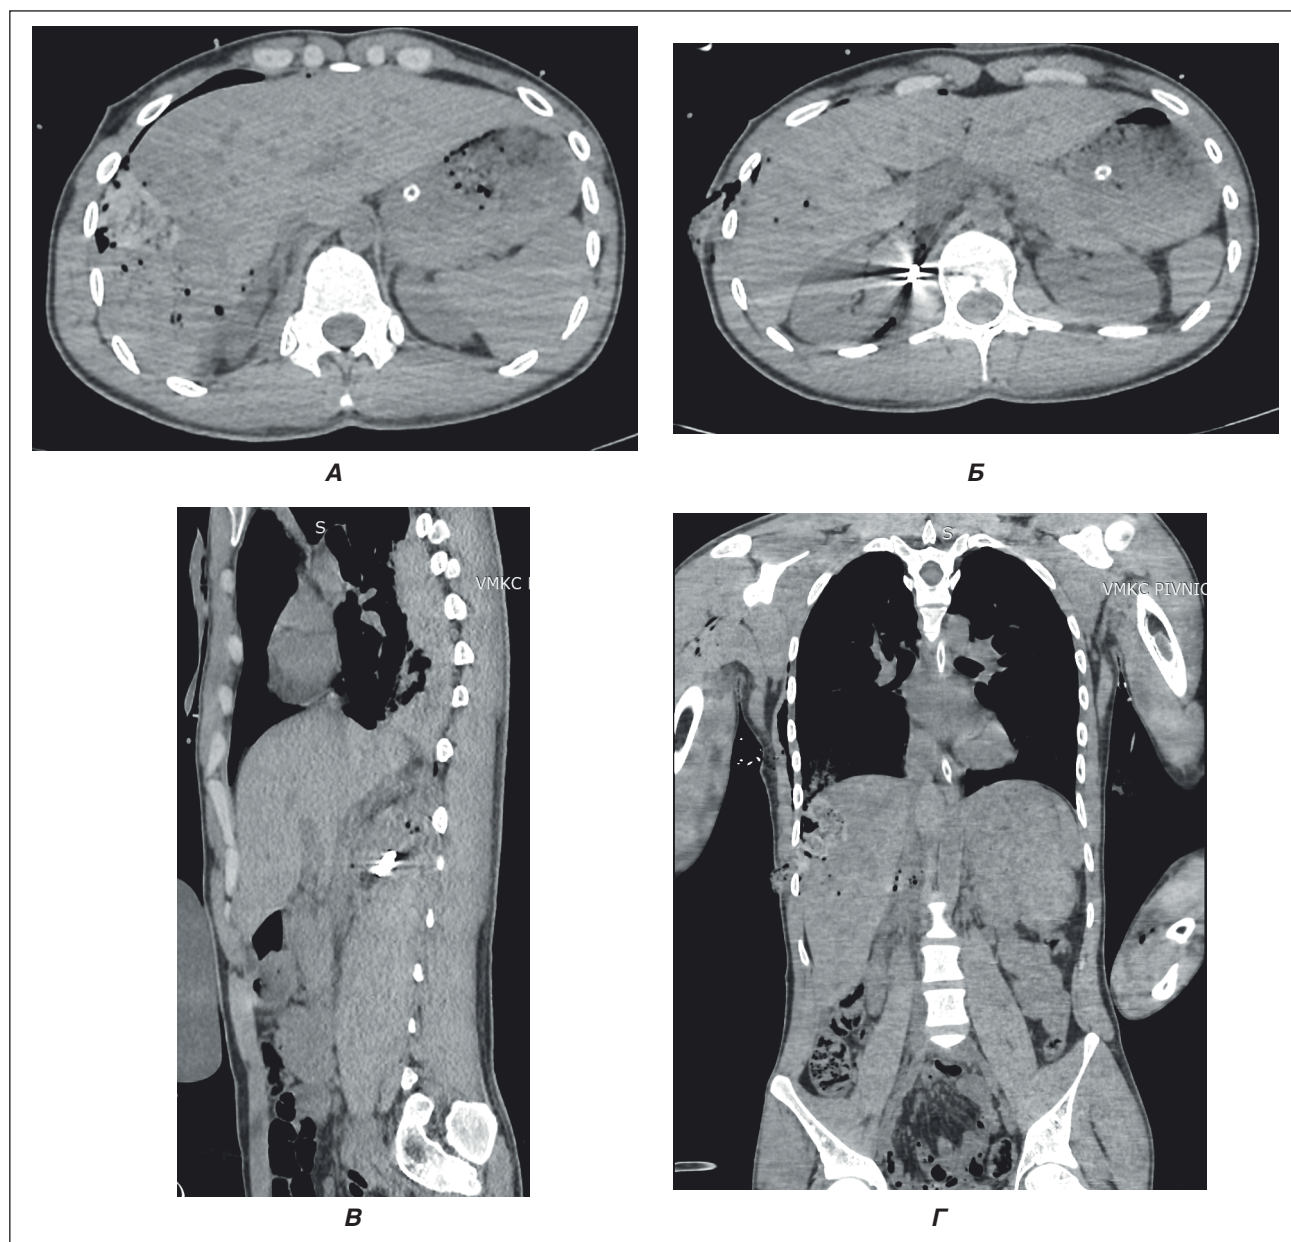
Результати МСКТ ОГК та ОЧП при надходженні пораненого: вогнепальний перелом VIII ребра справа, посттравматичний пульмоніт нижньої частки правої легені, ознаки ушкодження Sg6, Sg7, Sg8 печінки, марлева серветка в печінці, стороннє тіло (металевий осколок) у ділянці верхнього полюса правої нирки, наявний дренаж у плевральній порожнині, ознаки малого гемопневмотораксу, ознаки гемоперитонеуму. А, Б — аксіальна площина; В — сагітальна проєкція; Г — коронарна проєкція
